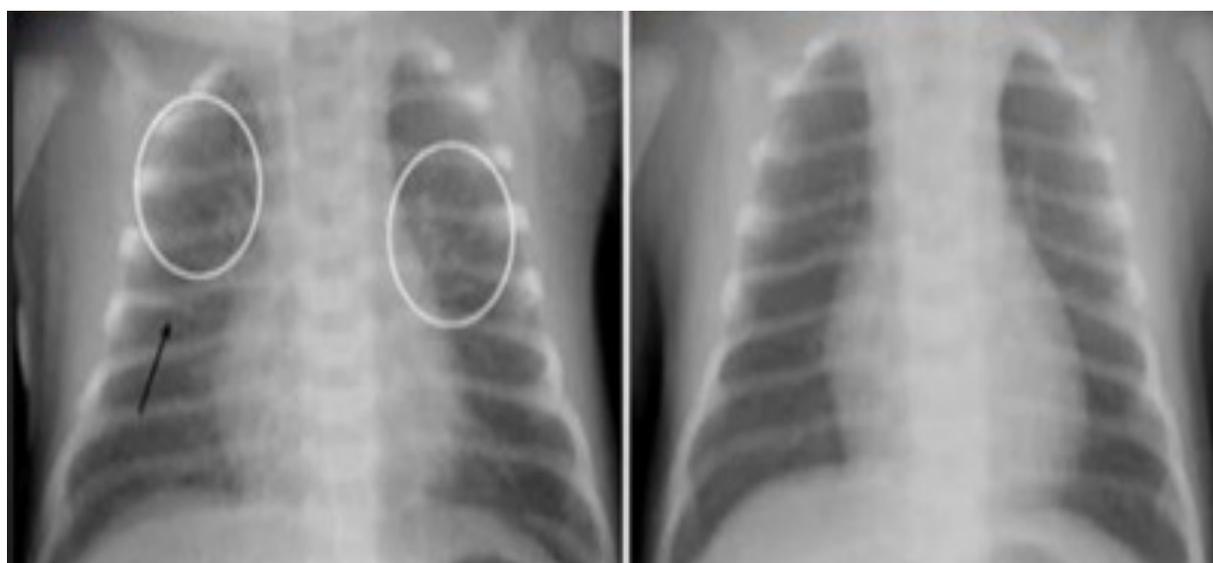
Radiografía de tórax con evidencia de infiltrado pulmonar difuso. Síndrome de adaptación pulmonar y taquipnea transitoria del recién nacido. Fuente: Gálvez. 2013. Disponible en: <https://shre.ink/9vHP>
